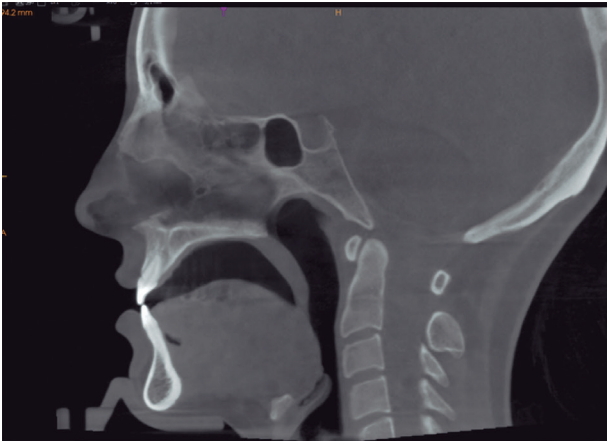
Alteraciones estructurales de la vía aérea superior en paciente con TRS. CBCT sagital con incompetencia labial, mordida abierta, lengua baja, posteriorización lingual e hipertrofia del velo del paladar.
